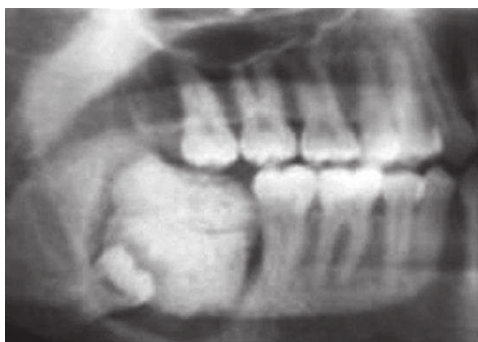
Radiographie montrant l'aspect d'un odontome complexe volumineux dans le secteur latéral mandibulaire (Selon Satish et coll. 2011) [54].
